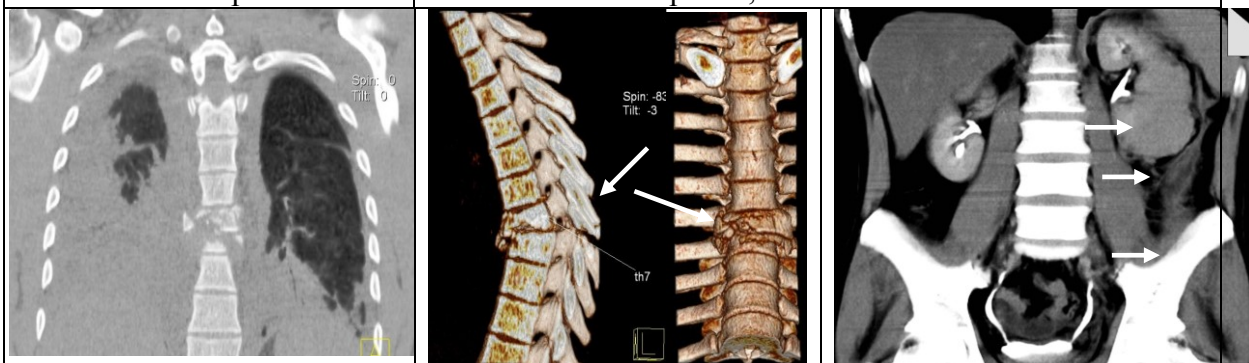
TC a toracelui în plan frontal și imaginea tridimensională a pacientului B.A. cu fractura coloanei vertebrale Th7, hemotorax.
